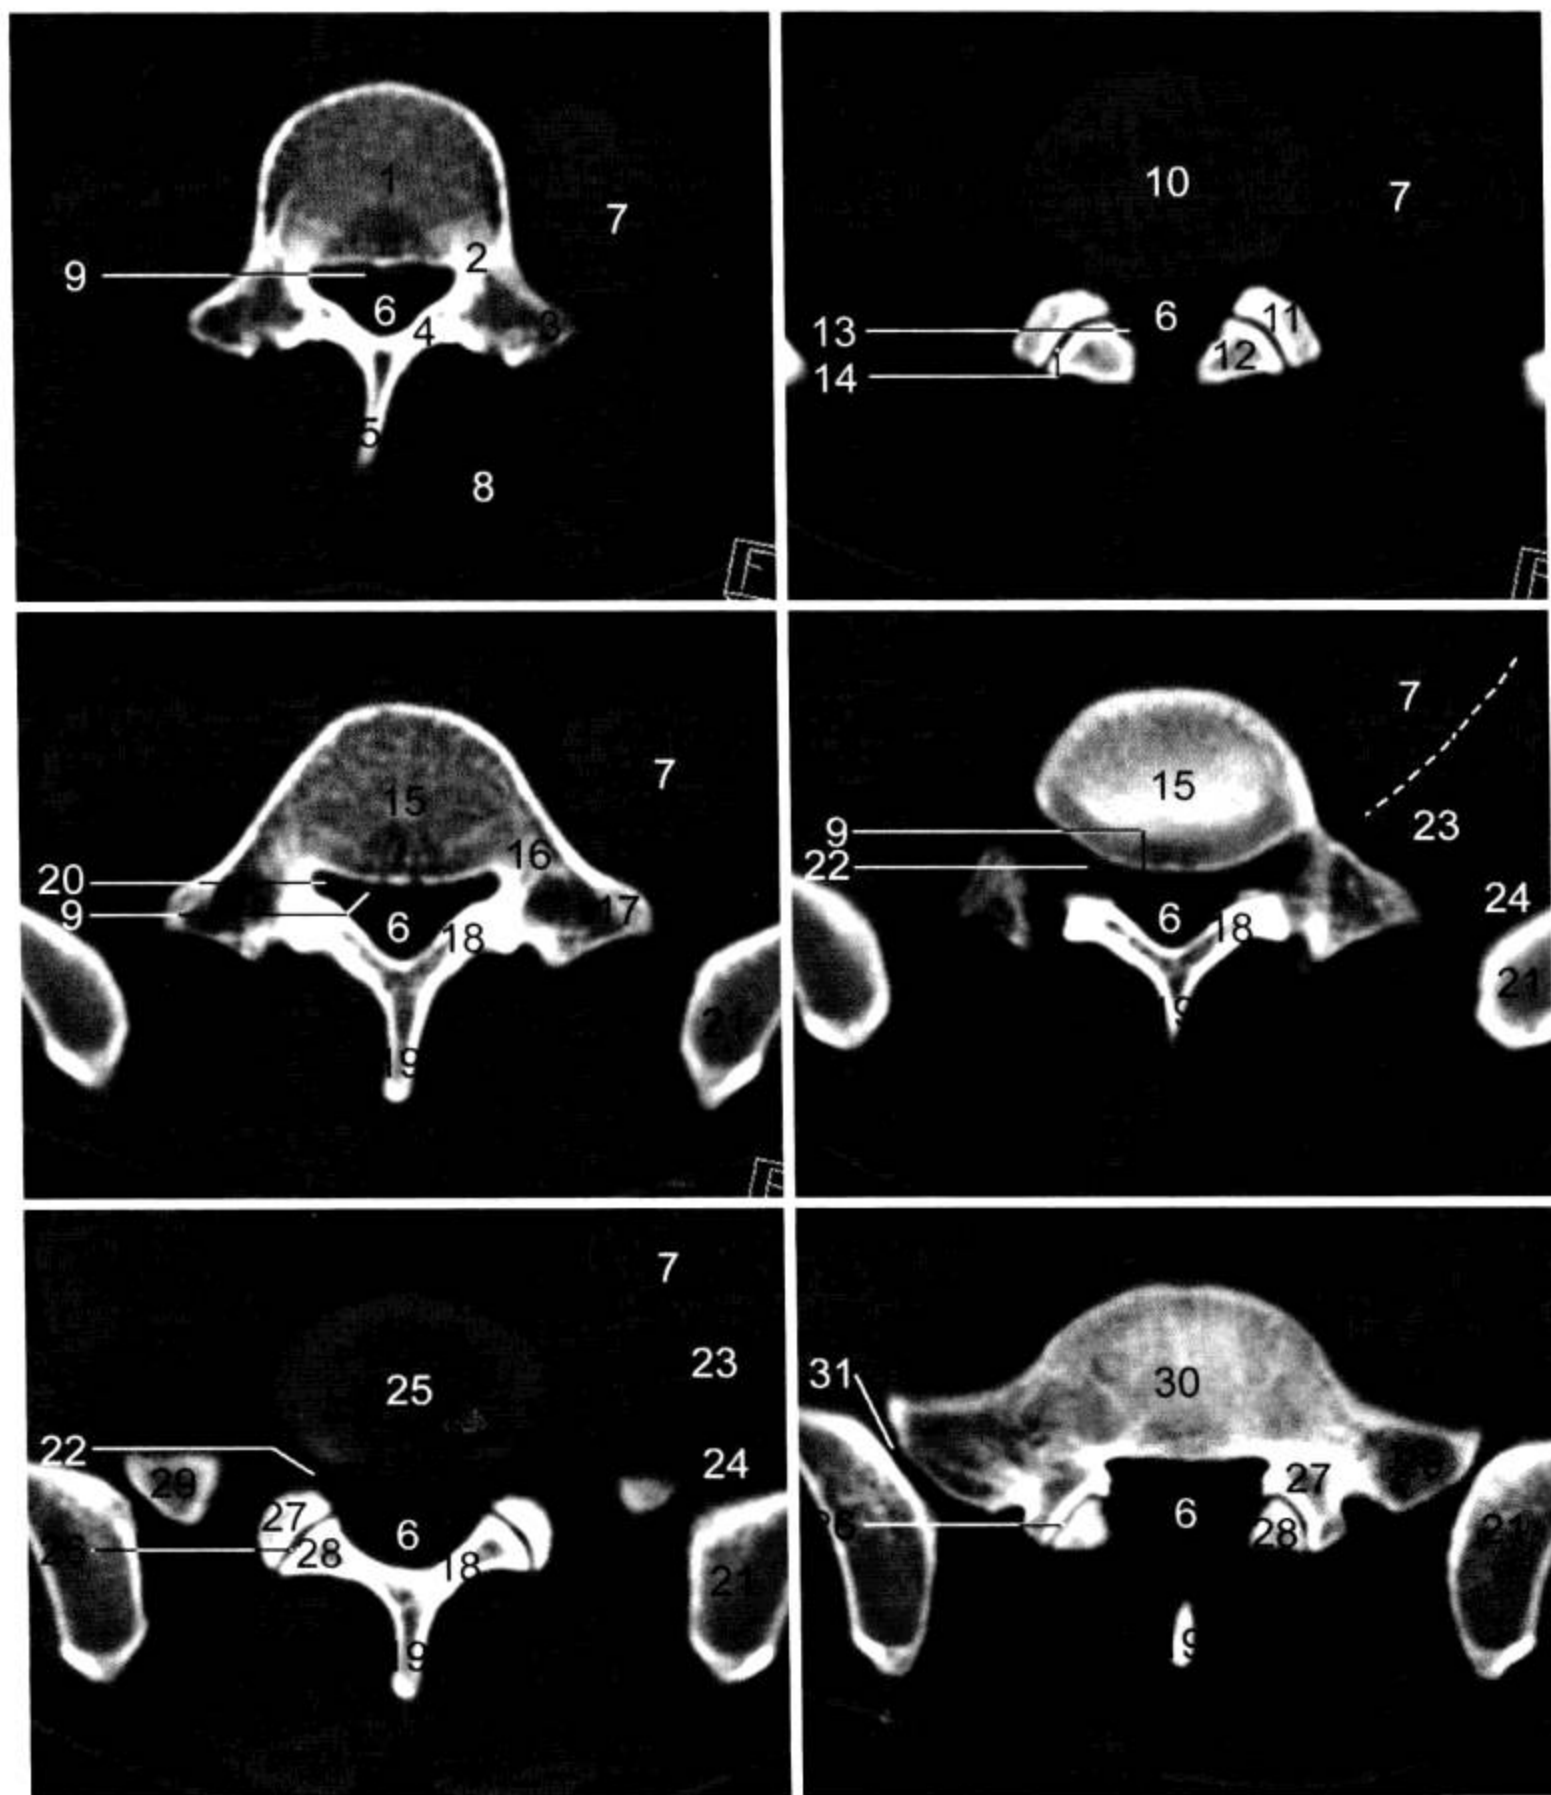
腰椎 CT 横断面 (窗宽 1 500 Hu, 窗位 400 Hu)
